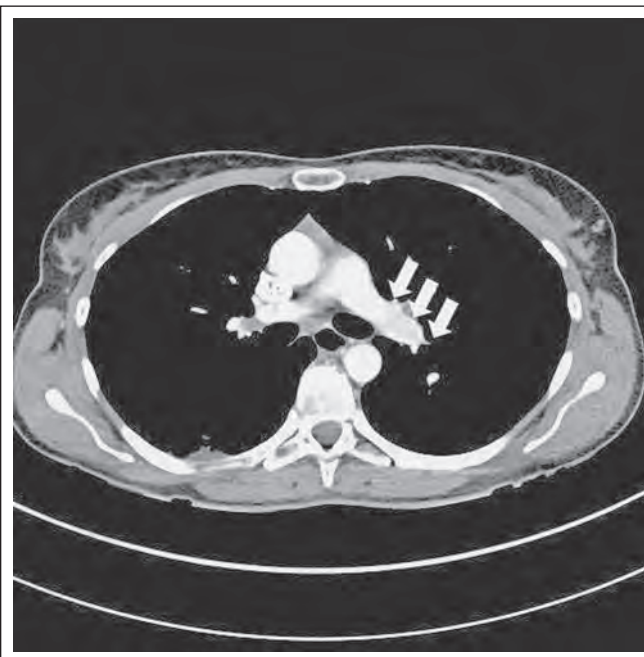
CT-Verlaufskontrolle nach 6 Monaten mit nun freier zentraler pulmonal-arterieller Strombahn (Pfeile).
